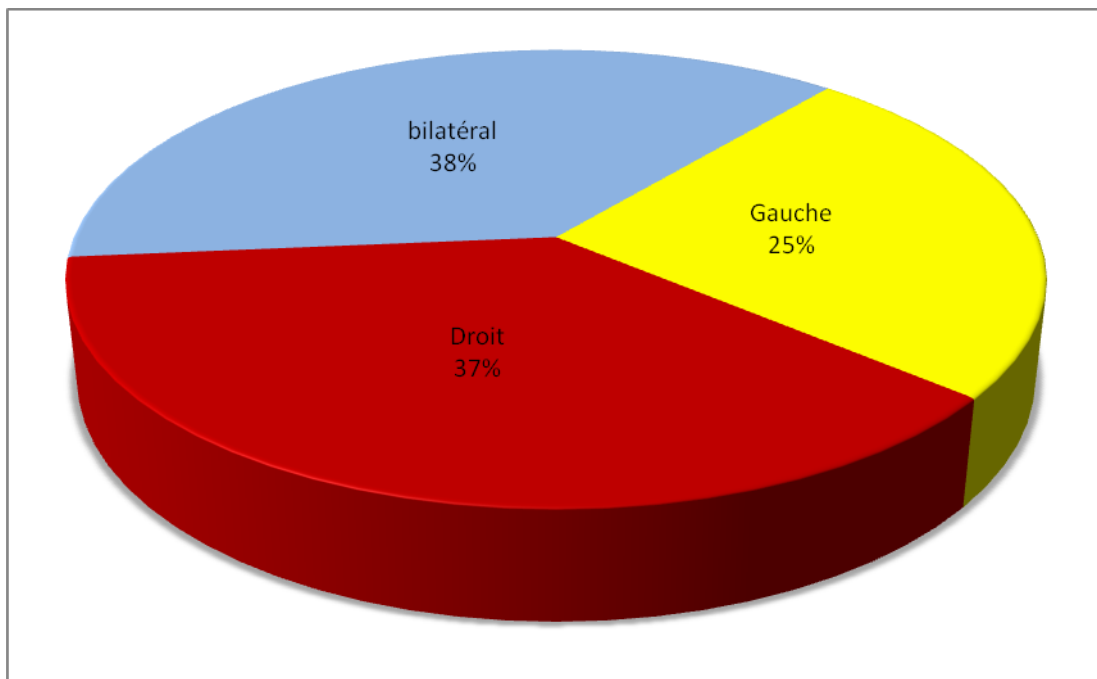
Côté atteint selon l'échographie.
